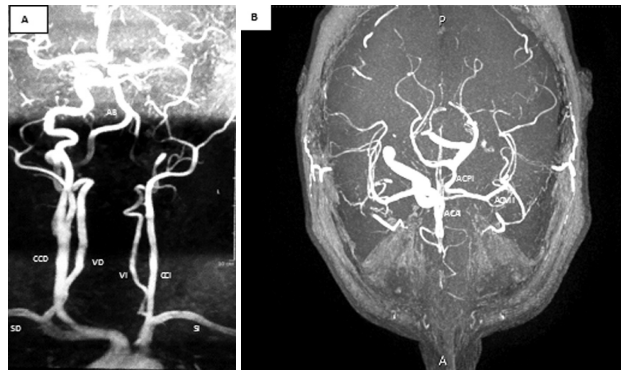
Angioresonancia Magnética Nuclear. Panel A. Cayado Aórtico. El primer vaso que emerge en el cayado aórtico, es el tronco braquiocefálico derecho (TBD), de éste se originan la arteria carótida común (CCD) y subclavia derecha (SD), de esta última sale la arteria vertebral derecha (VD) que junto con la contralateral de menor desarrollo (VI), forman la arteria basilar (AB). Luego, se ve el origen de una arteria carótida común izquierda hipoplásica (CCI). La vertebral izquierda tiene su origen en la subclavia izquierda (SI). Panel B. Vasos intracraneaneos. En el hemisferio izquierdo, en ausencia de arteria carótida interna, la arteria cerebral anterior izquierda (ACAI) se nutre del sistema carotideo contralateral, y la arteria cerebral media (ACMI) del sistema basilar homolateral mediante una arteria comunicante posterior hipertrófica (ACPI). Circulación colateral del "tipo fetal".
